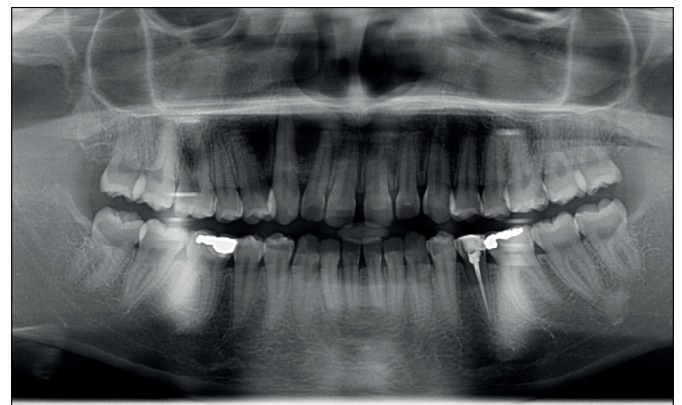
Radiographie panoramique à 2 ans après énucléation. On peut noter que la cicatrization osseuse n'est pas encore complète.
